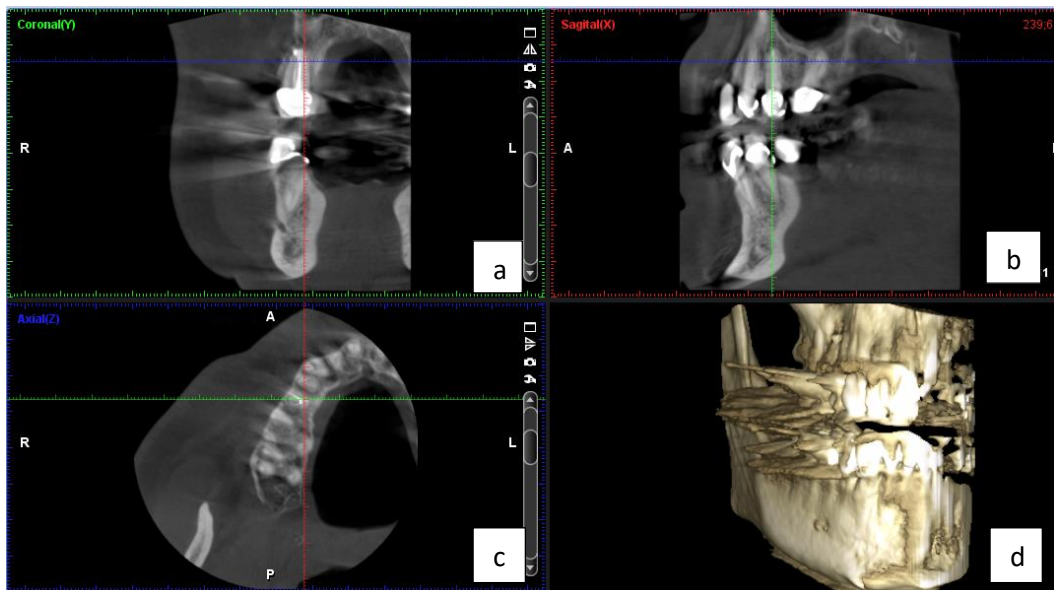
Tras 12 meses de la cirugía periapical el volumen parece haber disminuido, pero aún se observa una radiotransparencia, que en el corte sagital tiene forma de embudo. a, corte coronal. b, corte sagital. c, corte axial. d, Simulación 3D
